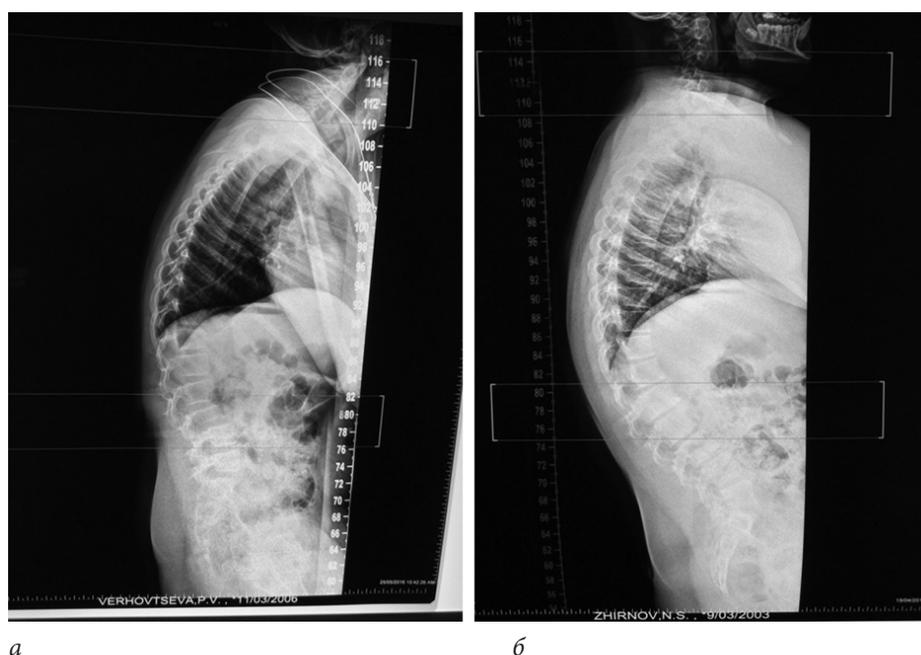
Рентгенологические варианты сагиттального профиля позвоночника у больных детским церебральным параличом при наличии кифоза: а) Пациент В., 10 лет: кифоз — 50° ; лордоз — 10° ; $SS - 8^\circ$; б) Пациент Ж., 13 лет: кифоз — 70° ; лордоз — 38° ; $SS - 18^\circ$
